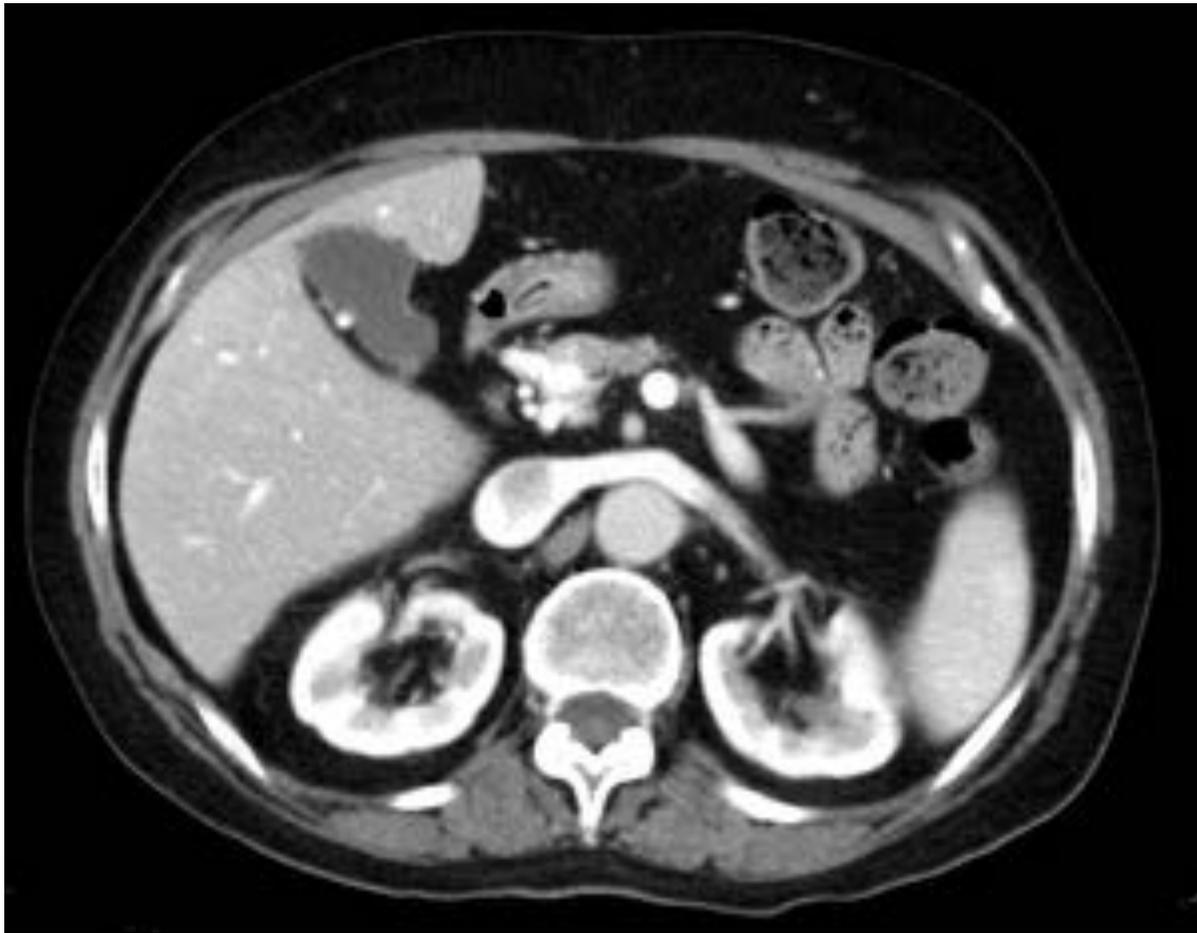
Antecedente de trombosis portal en hígado no cirrótico. Control. TAC con contraste. Dos imágenes axiales donde se observa una sustitución de la porta por vasos de menor tamaño y morfología tortuosa a nivel intra y extrahepático. Hallazgos característicos de trombosis portal. Además el hígado presenta una alteración de su morfología secundaria a la trombosis.
